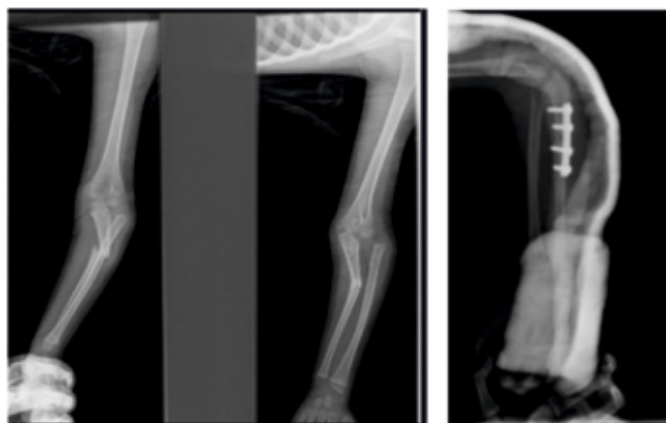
deux cas particuliers de lésions équivalents à la lésion de Monteggia avec à la radiographie standard (face et profil) la tête radiale est restée en place et le segment distal très déplacé. Patient 1 (a) et Patient 2 (b).
